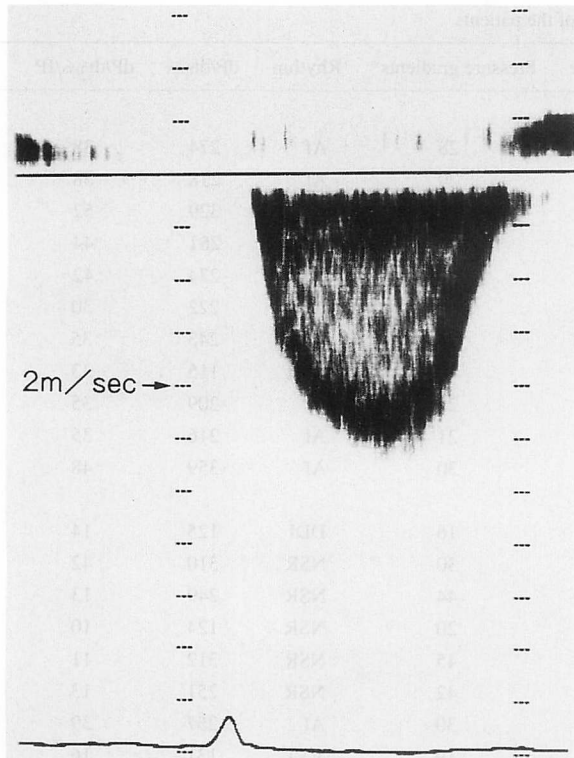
Recordings of tricuspid regurgitation flow by transthoracic continuous-wave Doppler echocardiography
